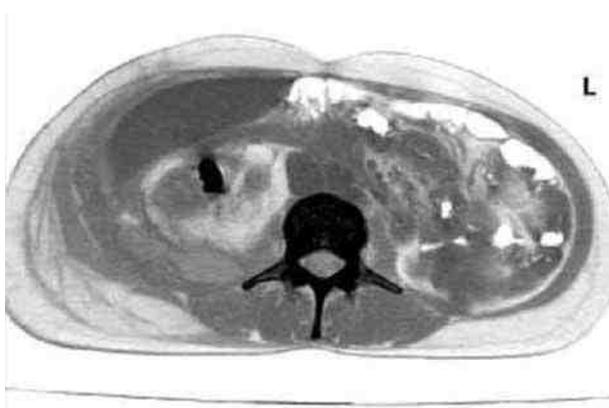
Компьютерная томограмма. Паранефральный абсцесс справа.
